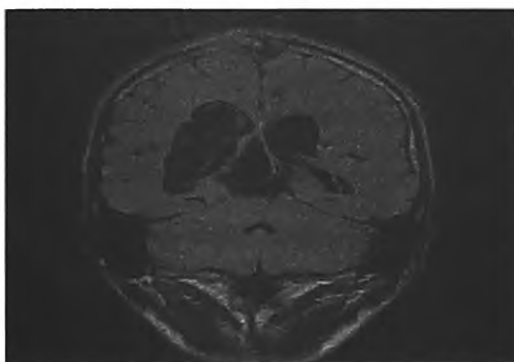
Контрольная МР томография во фронтальной проекции, T1 режим. Состояние после удаления опухоли.
